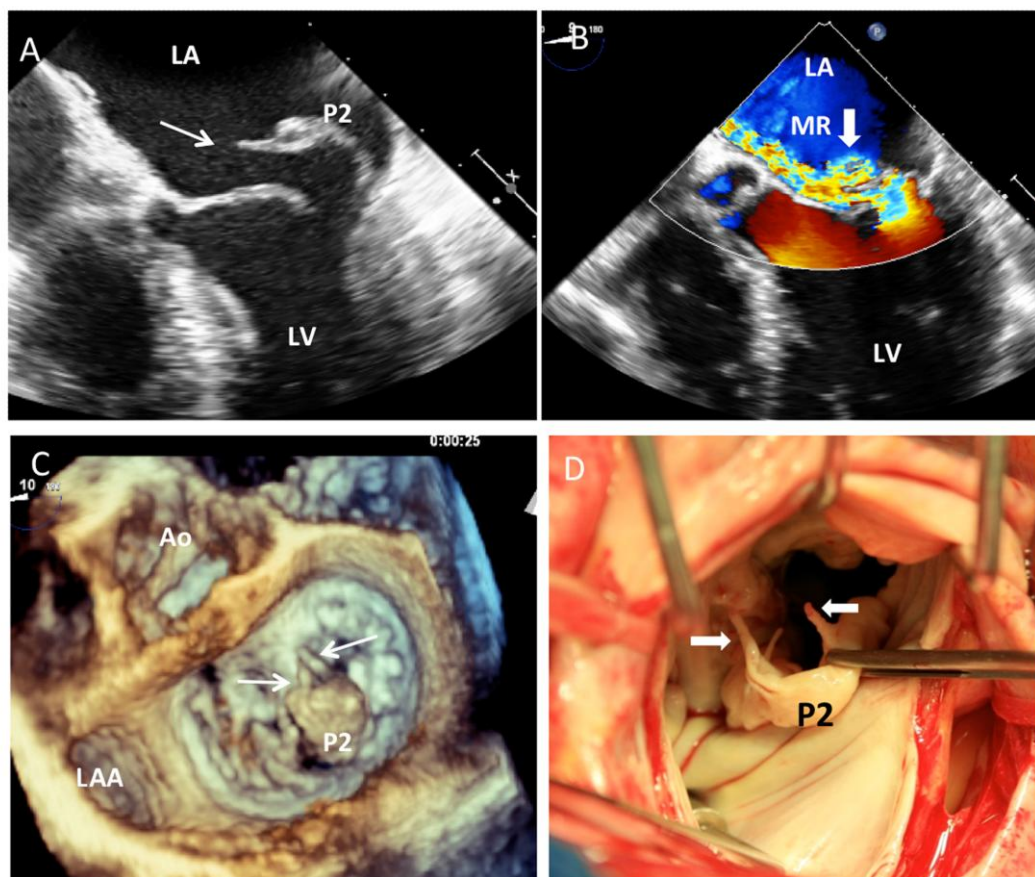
Exemplo de prolapso por deficiência fibroelástica. Imagens 2D (A), 3D (C) e da cirurgia (D) de prolapso isolado do segmento médio da cúspide posterior (P2) com cordas rotas (setas finas). Mapeamento de fluxo com Doppler colorido mostra jato regurgitante excêntrico importante (B, seta larga). LA: *left atrium* (átrio esquerdo); LV: *left ventricle* (ventrículo esquerdo); MR: *mitral regurgitation* (insuficiência mitral); LAA: *left atrial appendage* (apêndice atrial esquerdo); P2: segmento médio da cúspide posterior.
